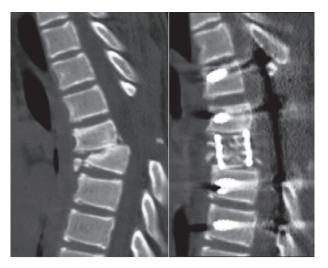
КТ-исследование грудного отдела позвоночника больного до операции и через 6 месяцев после операции
